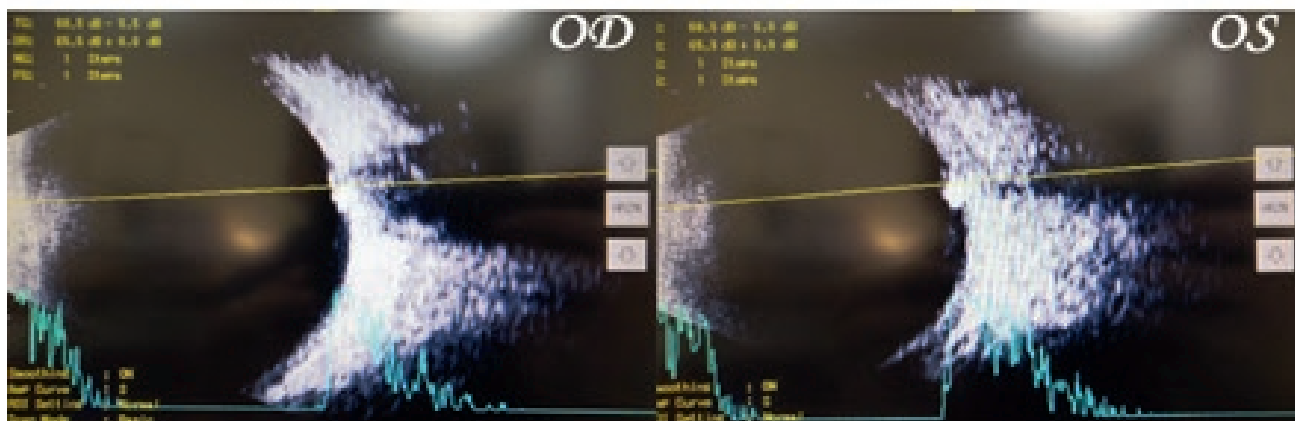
Результаты УЗИ β-сканирования
